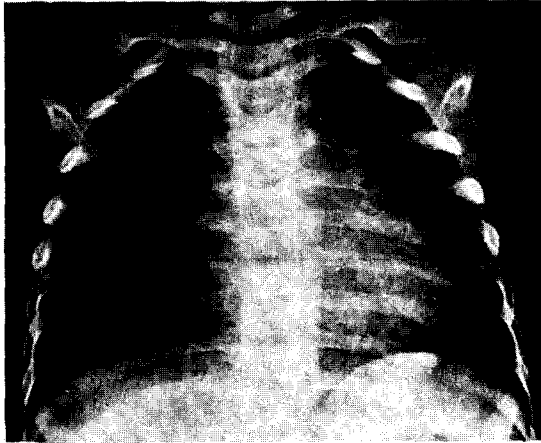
Preop. Simple chest X-ray
